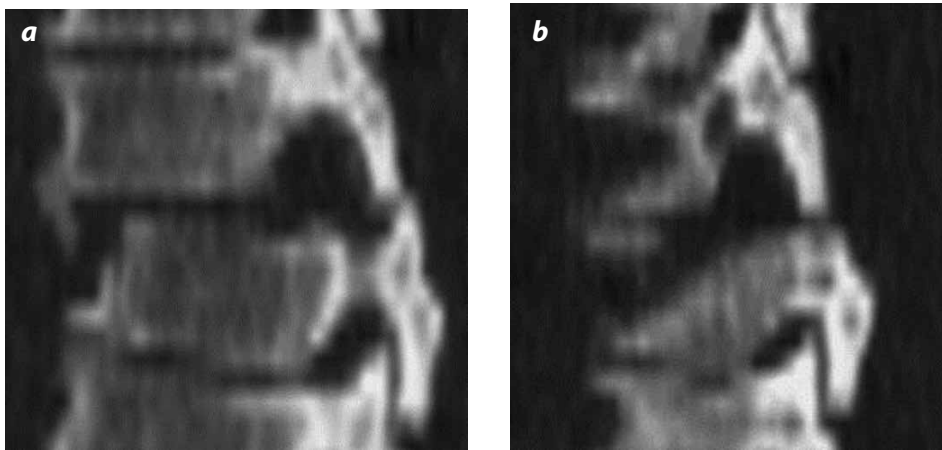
a y b). Fractura B.1.1. Disrupción posterior de predominio ligamentario y a través del disco intervertebral en reconstrucciones sagital y parasagital por TC.
